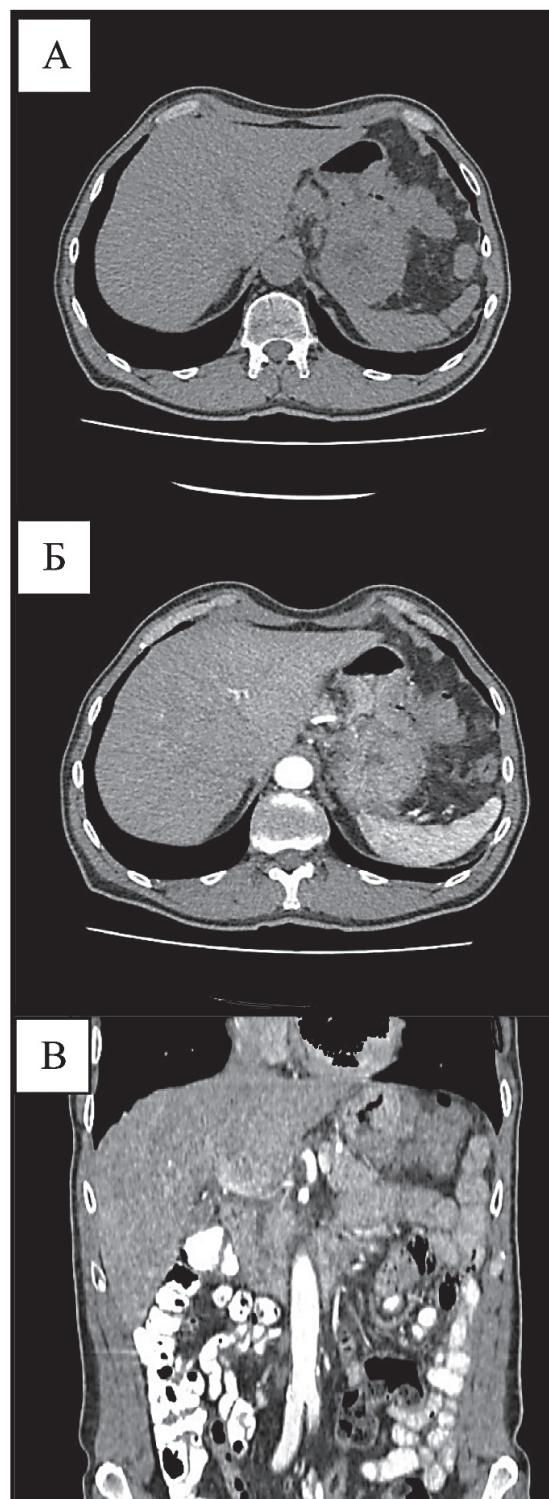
КТ органов брюшной полости. Изображения в аксиальной плоскости без контрастного усиления (А), в артериальную фазу контрастного усиления в аксиальной (Б) и во фронтальной (В) плоскостях. Определяется неравномерное утолщение стенки тела желудка по большой кривизне за счет патологического новообразования, интенсивно накапливающего контрастное соединение, с инвазией в селезеночный изгиб ободочной кишки
